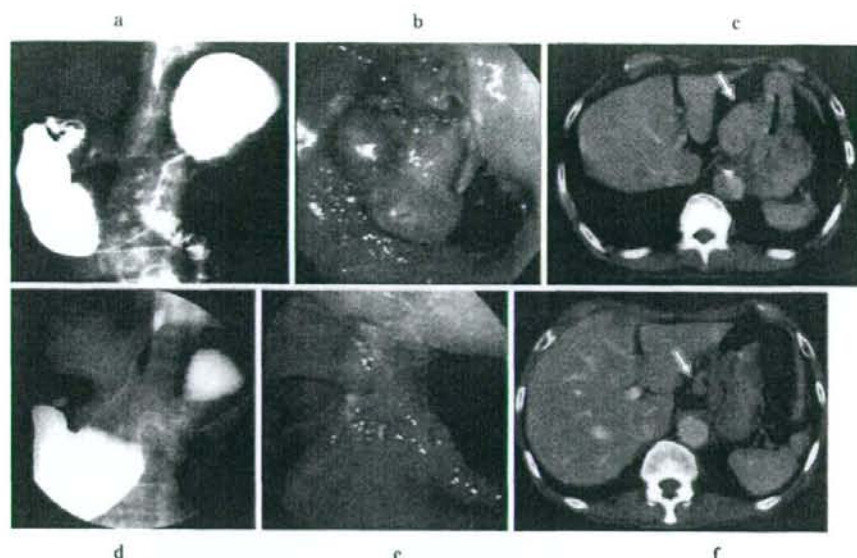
上部消化管造影 (a, d), 上部消化管内視鏡 (b, e), 腹部造影CT (c, f)
